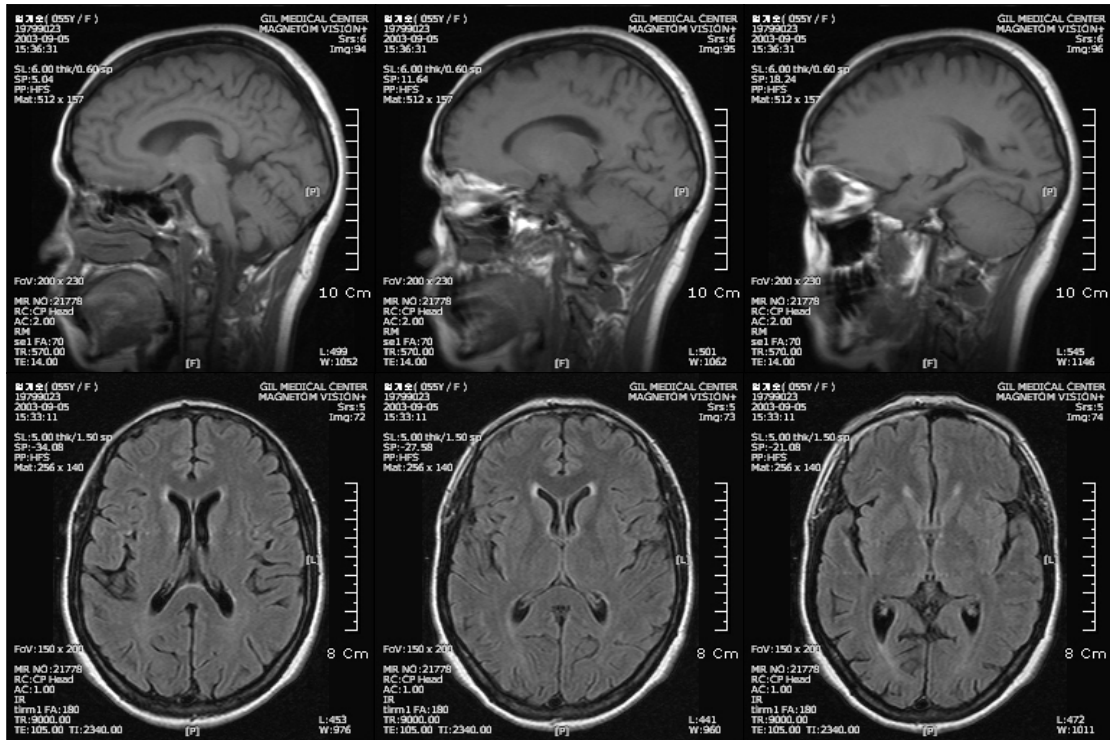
Brain MRI, checked at September, 2003. This picture show mild atrophy in bilateral cortices.
